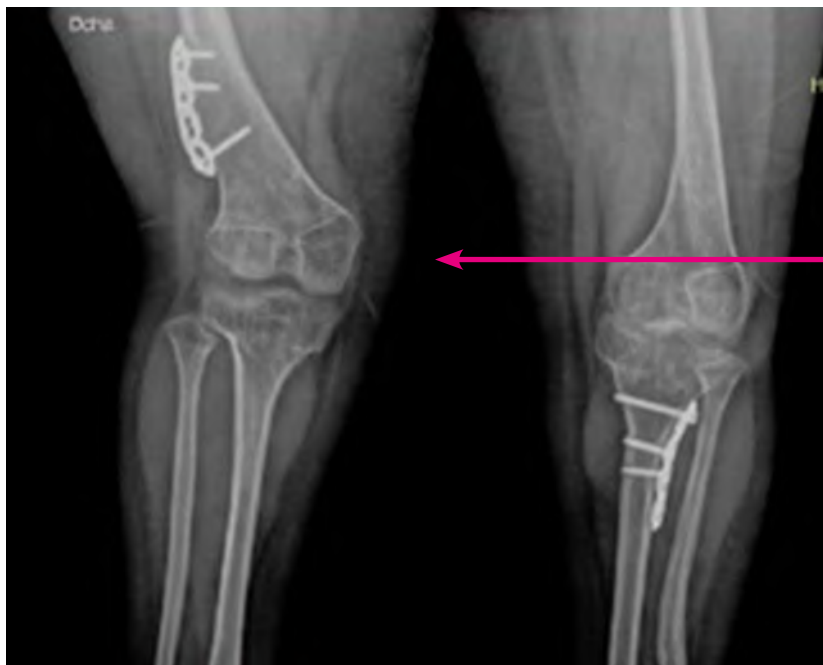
Radiografía anteroposterior de extremidades inferiores que muestra acortamiento de los huesos largos, deformidad en valgo de rodillas y ensanchamiento metafisario, ilustrando las alteraciones características del eje mecánico y la morfología ósea en la pseudocondroplasia
